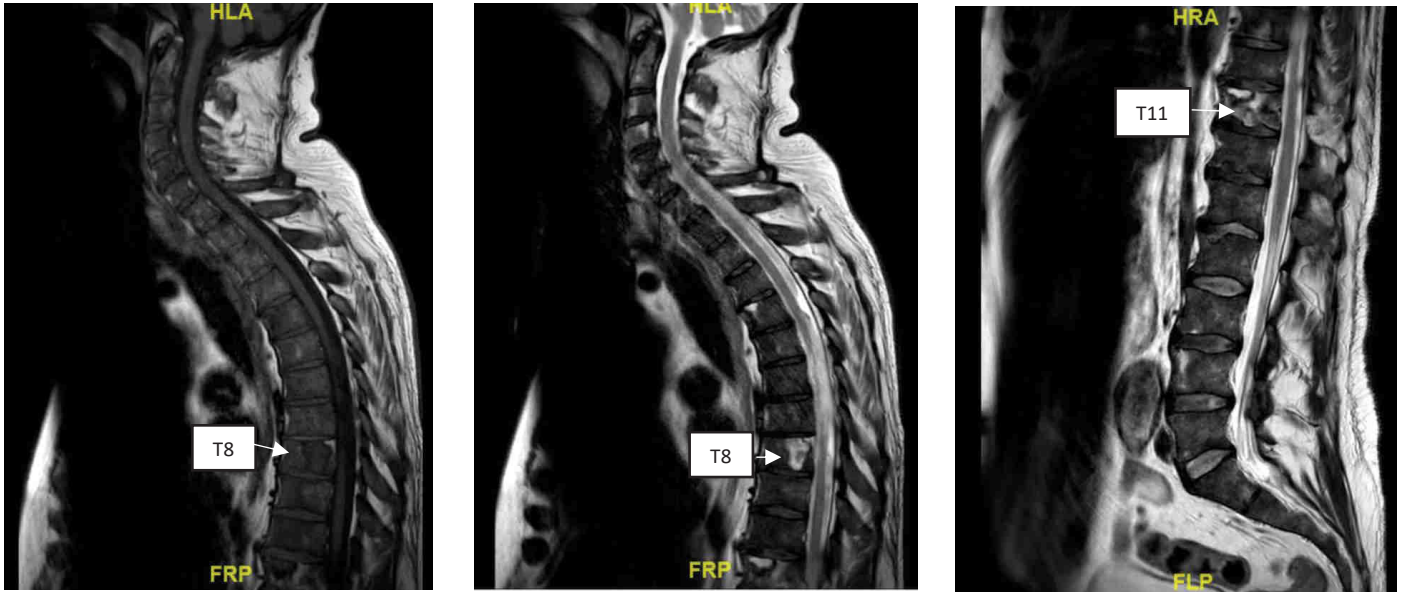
Cas n°9. Lymphome non Hodgkinien. IRM du rachis séquence T1 et T2. Un liseré périphérique en hyposignal T1 caractéristique des infarctus osseux est ici bien visible.
